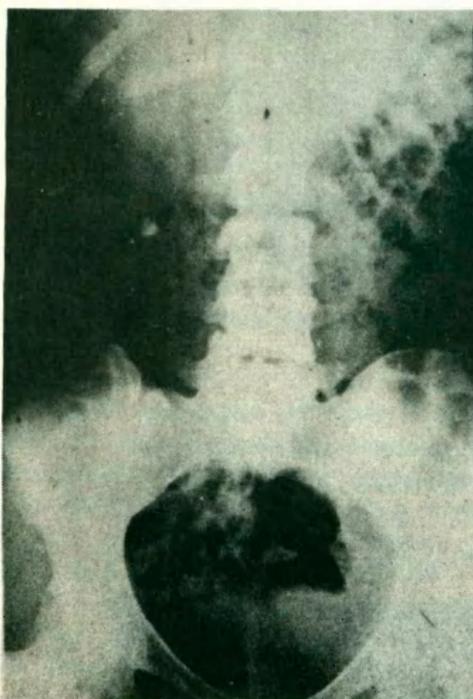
Radiografía directa
